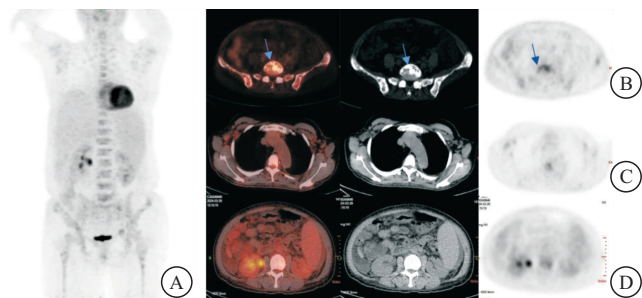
1 例骨病变为硬化型的 POEMS 综合征患者的 PET/CT 图
